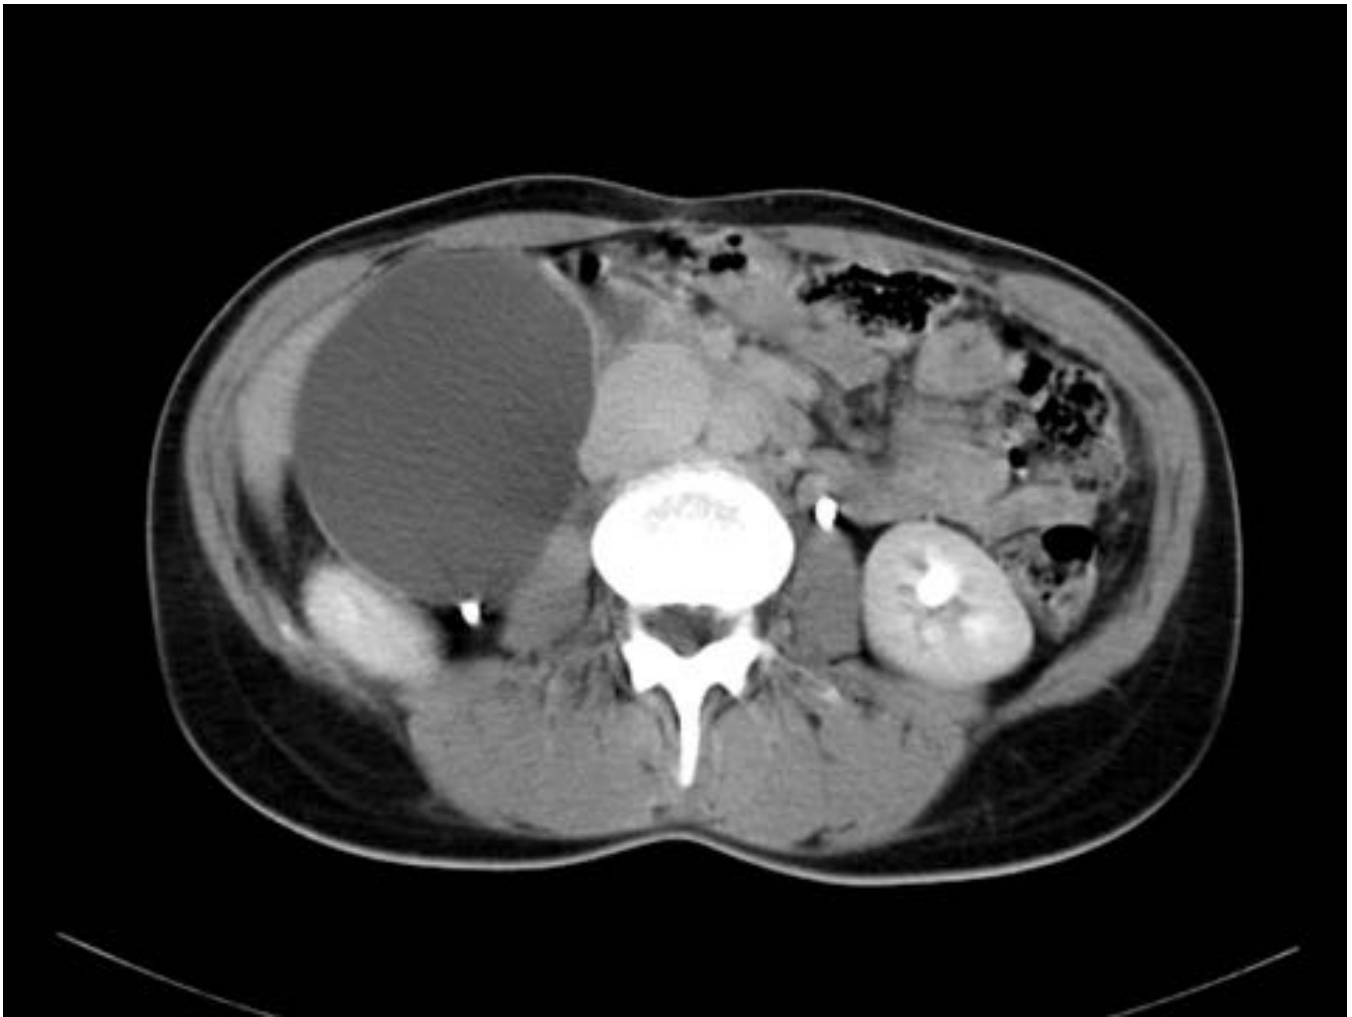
Linfangioma en mujer de 38 años. TC axial con contraste iv en fase tardía (nótese contrastados los uréteres) donde se identifica lesión quística retroperitoneal derecha de gran tamaño, con paredes finas, uniloculada y contenido homogéneo.
